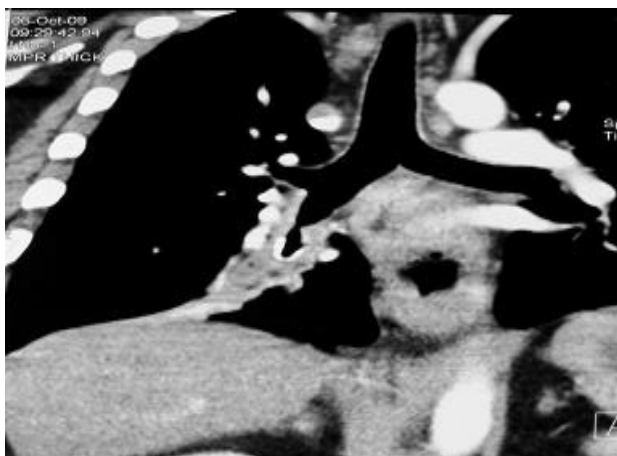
Presenza alla TC di tessuto patologico solido che avvolge a manicotto l'origine del bronco lobare inferiore destro, con sospetto di corpo estraneo o endobronchiale.
